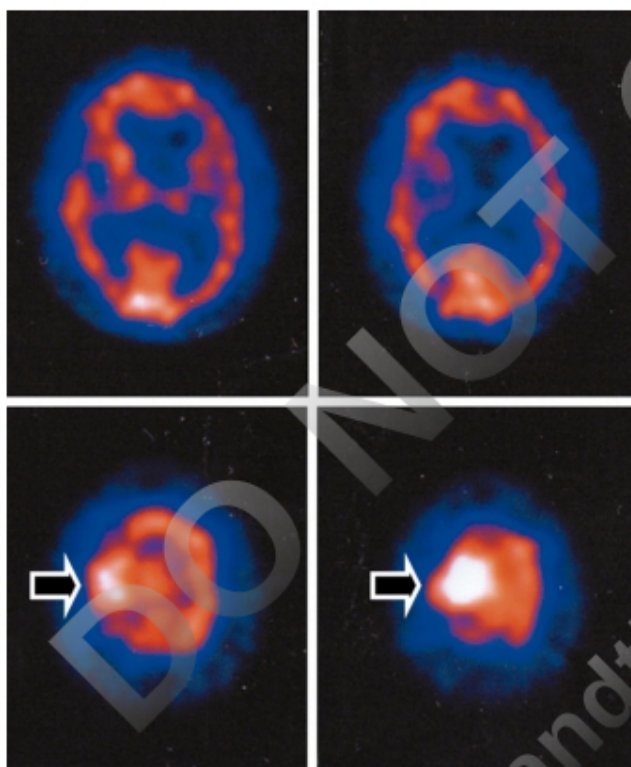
SPECT crítica en un paciente con crisis focales motoras de la pierna. Foco de hiperperfluación parasagital.
